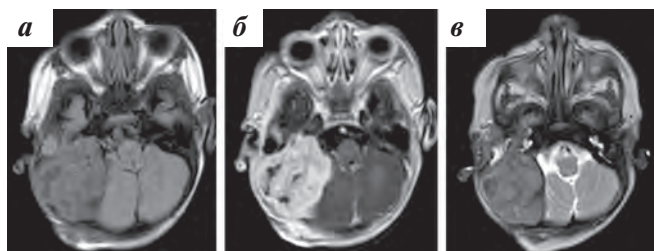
МРТ головного мозга через 14 дней от начала терапии вемурафенибом. Сохраняется массивное многоузловое образование в области пирамиды правой височной кости размерами 58 × 44 × 47 мм: а – T2 FLAIR; б – T1-BI; в – T2-BI
